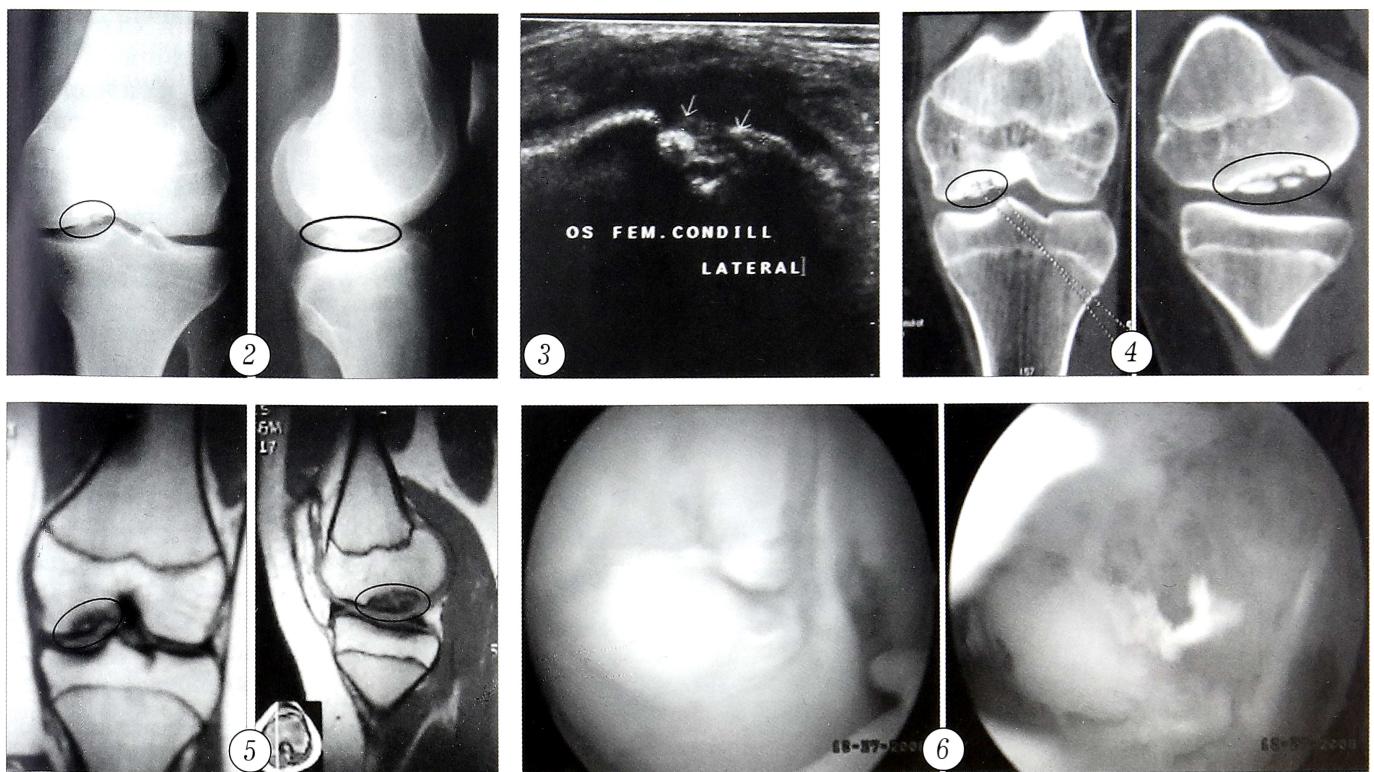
Рентгенограммы левого коленного сустава больной С. 16 лет с болезнью Кенига II стадии.
